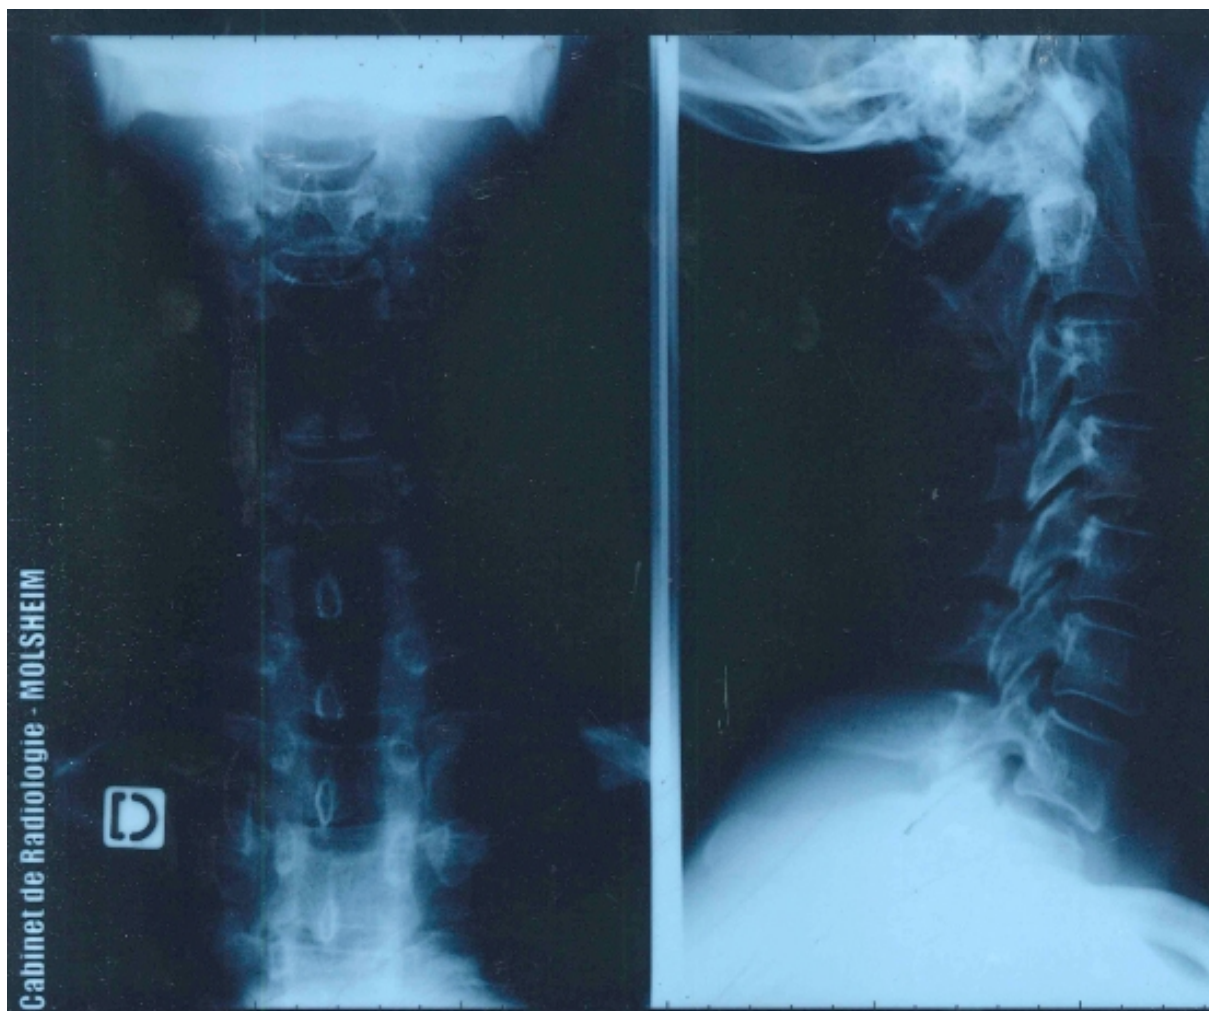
radiographie en vue de face et de $\frac{3}{4}$ face du 9/12/10
